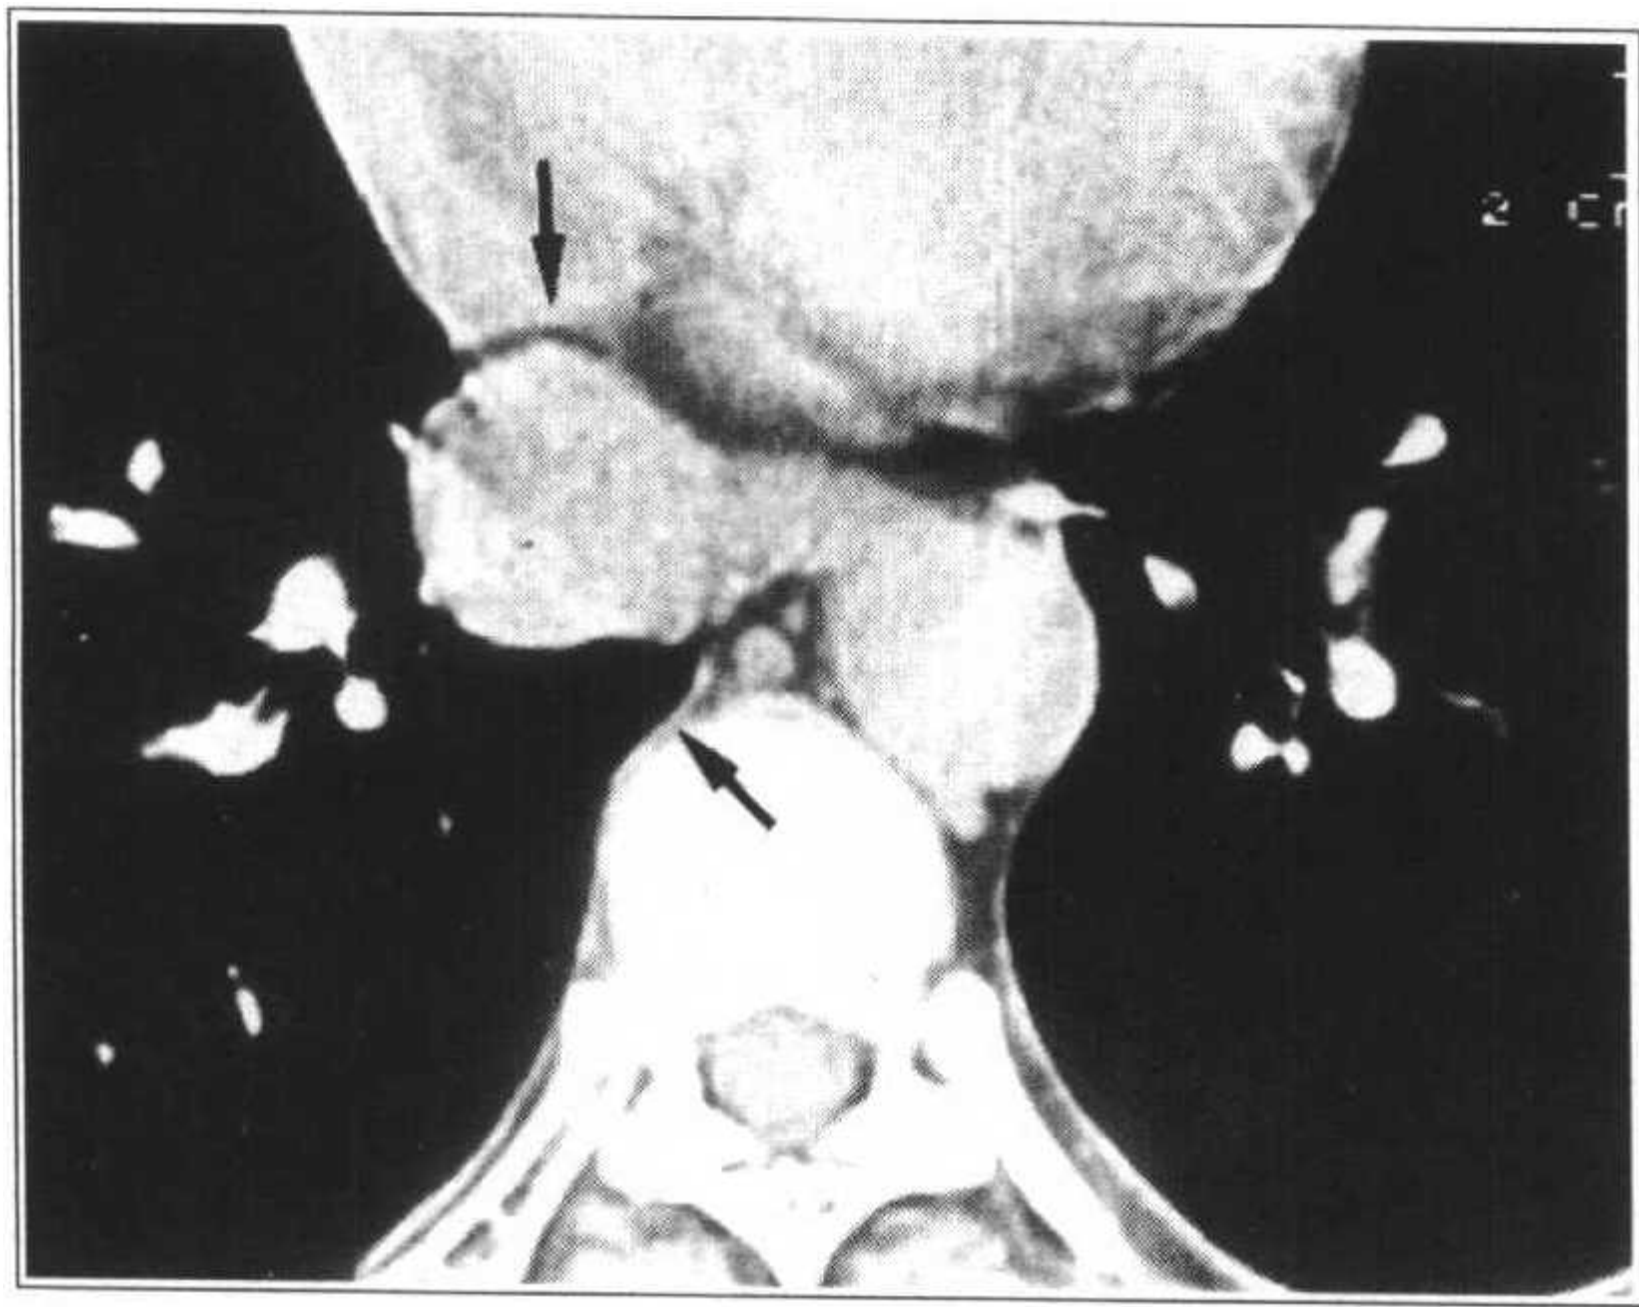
右下肺后基底段错构瘤，位于食管奇静脉隐窝处，胸膜下，平片漏诊
